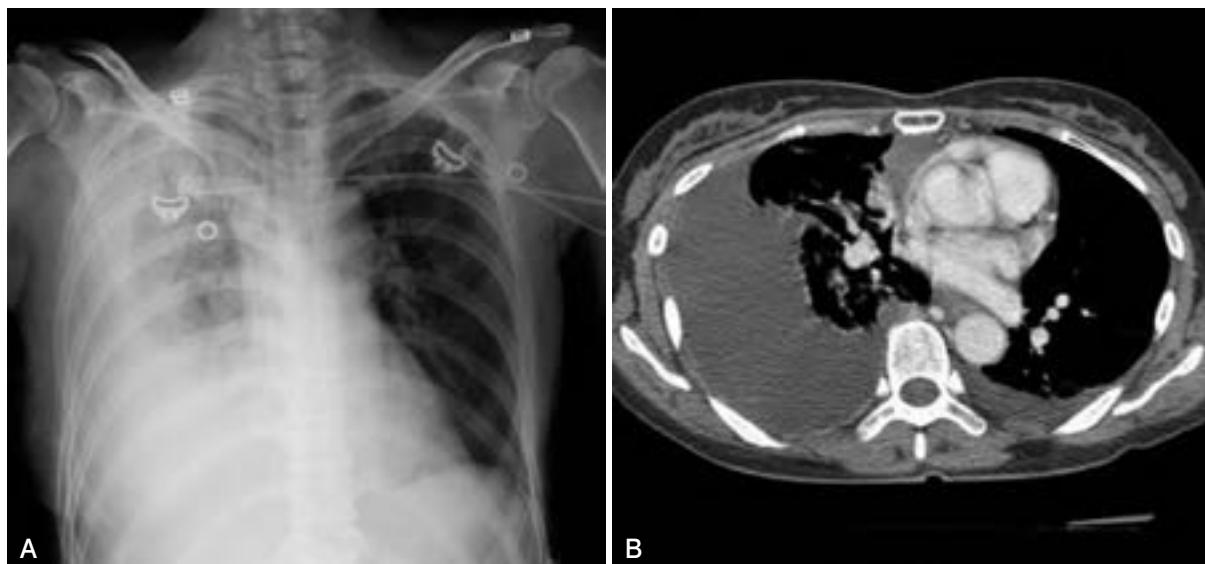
重症急性膵炎（CT Grade 3）（発症 7 日後）
